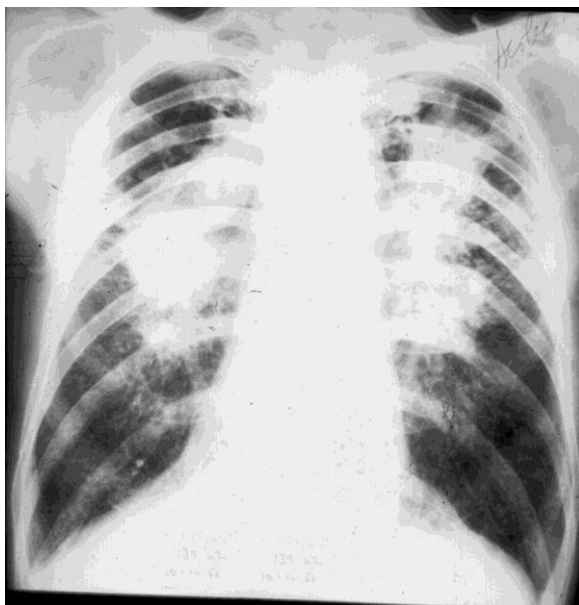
Рентгенография органов грудной клетки: Силикоз III.
